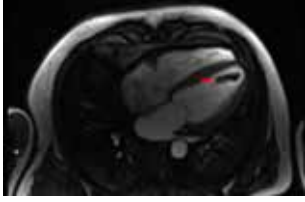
Cardiac MRI of thrombus at the apical segments of the LV.
